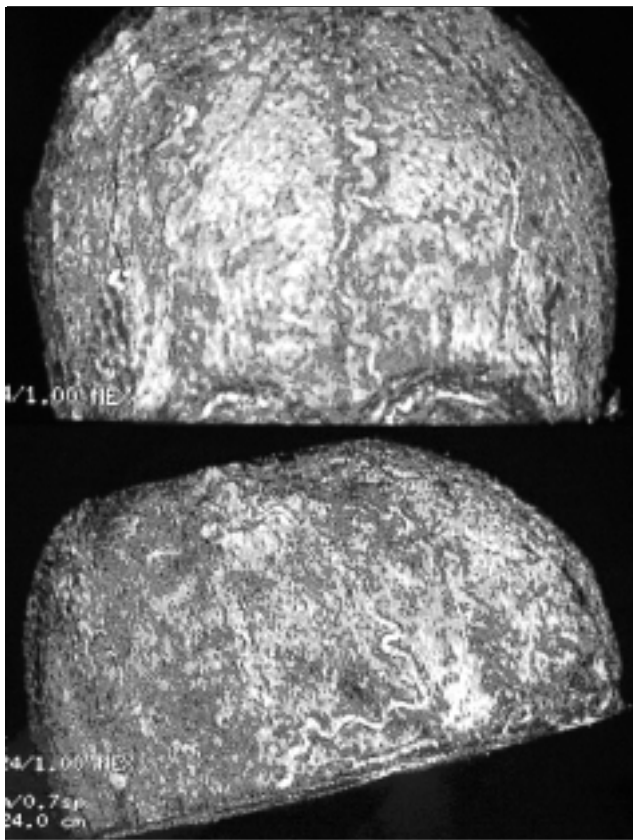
Resonancia magnética 3D postoperatoria
